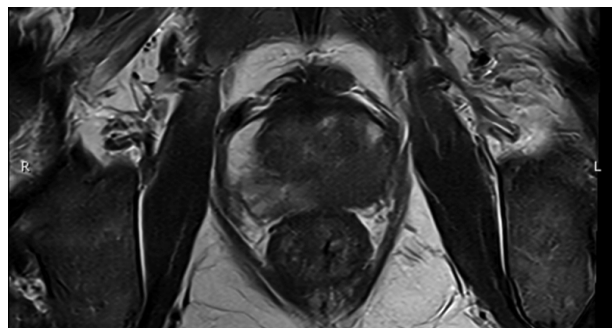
Prostate MRI shows extensive tumor extending from the base to the apex of the prostate, invasion of both seminal vesicles, extracapsular invasion, and invasion of the bladder.
